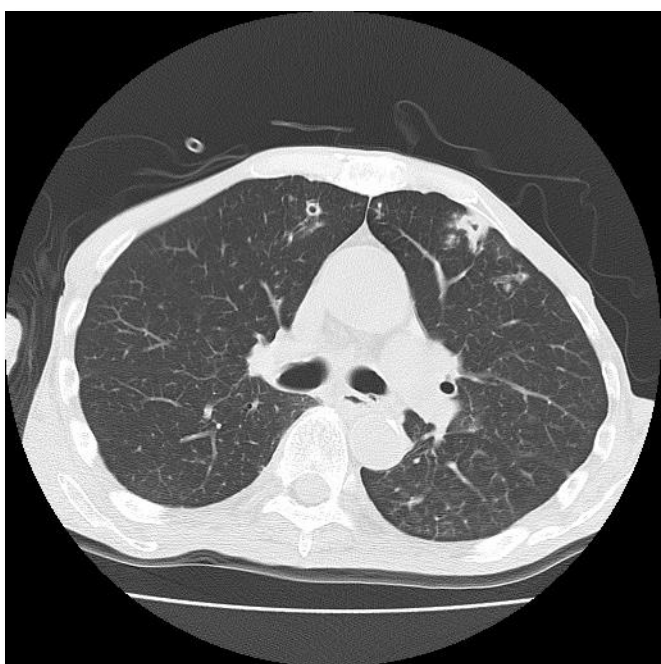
図) 胸部単純 CT 写真: 両肺野に空洞を伴う粒状影を認める。
